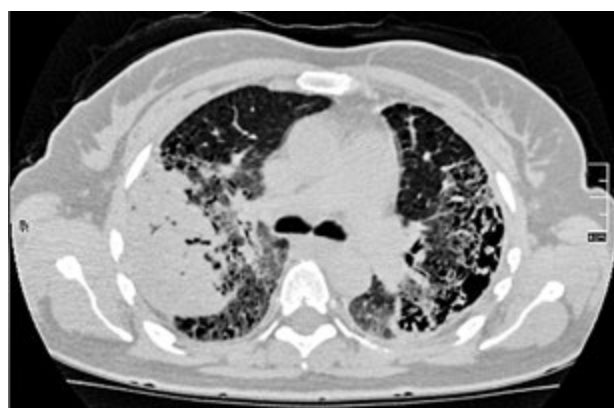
КТ ОГК пацієнтки М. через 4 міс лікування «Рапамуном®». Аксіальний зріз
